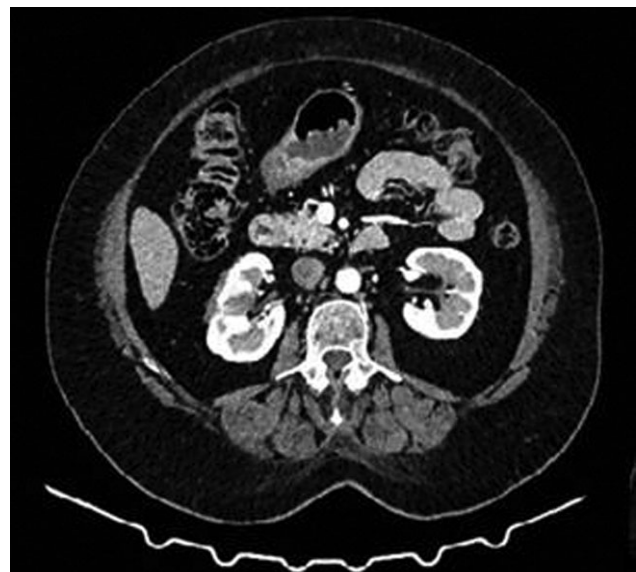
CT abdomena, arterijska faza, aksijalni presek.
